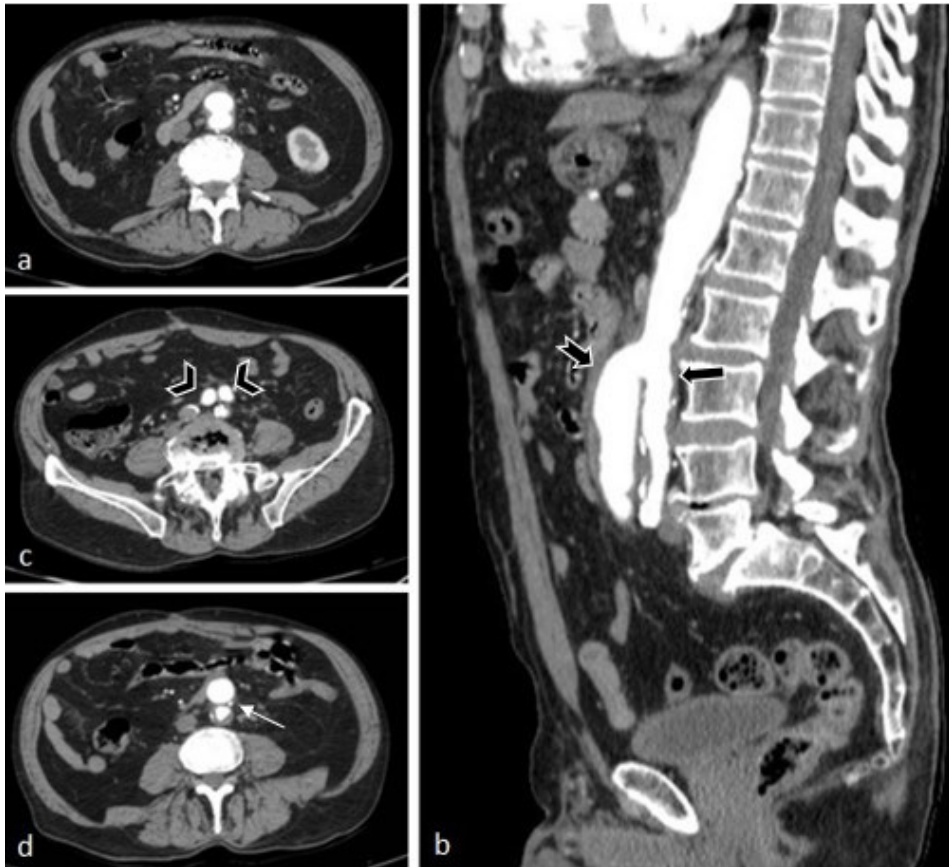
(a) Imagem de tomografia computadorizada (TC) em janela de abdome no plano axial; (b) Imagem de TC em janela de abdome no plano sagital mostrando duplicação inferior da aorta abdominal em unidade anterior (seta entalhada) e posterior (seta preta), a partir do nível de L3; (c) Imagem de TC em janela de abdome no plano axial mostrando duplicação inferior da aorta abdominal, com unidade anterior apresentando calibre de 2,6 cm, bifurcando-se em artérias ilíacas externas (cabeça de seta); e unidade posterior apresentando calibre de 2,2 cm, bifurcando-se em artérias ilíacas internas (trombosadas no estudo); (d) Imagem de TC em janela de abdome no plano axial mostrando duplicação da porção inferior da aorta abdominal, com unidade posterior originando a artéria mesentérica inferior (seta fina).
